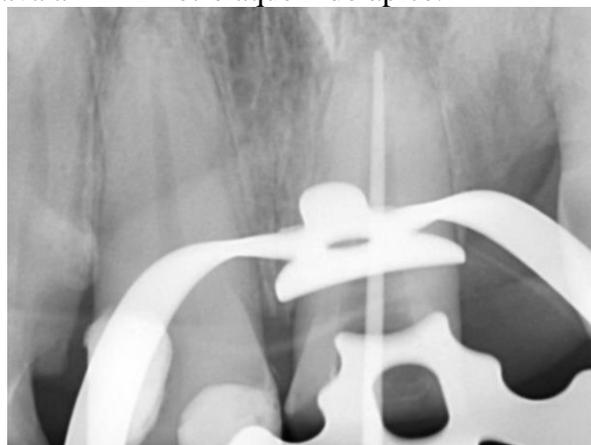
Radiografia de prova do cone.
